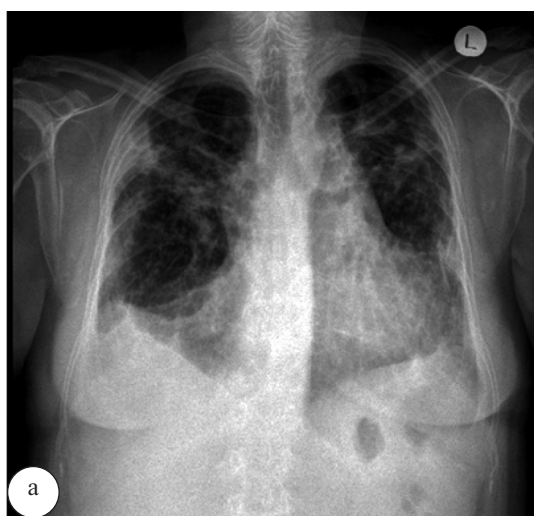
Рентгенография груди от 15.09.2017 г.: а – прямая проекция; б – правая боковая проекция
